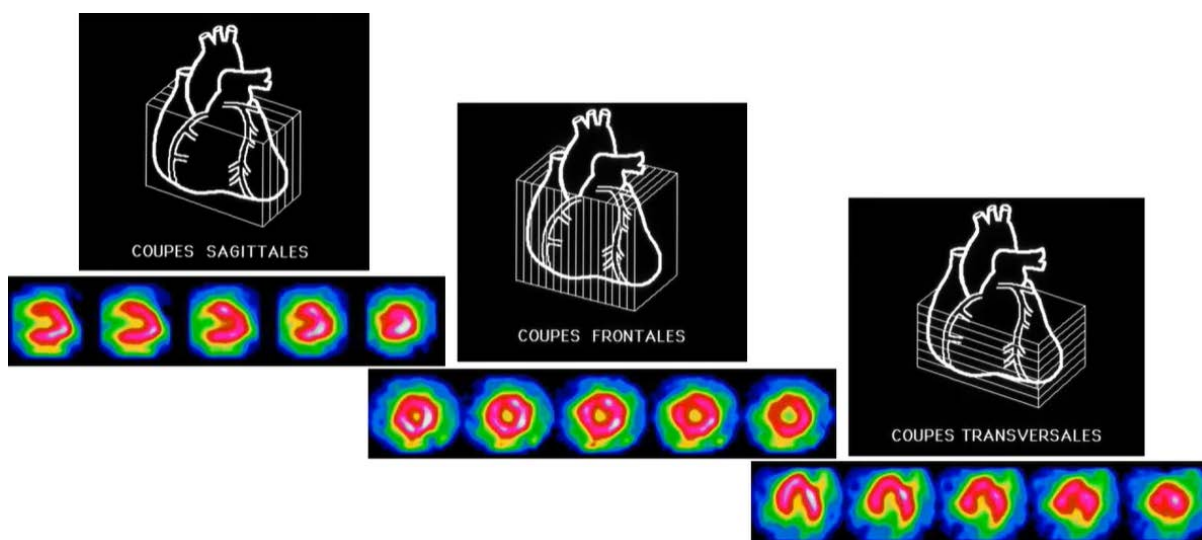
Exemple de scintigraphie myocardique (sources CHU Avicenne)
